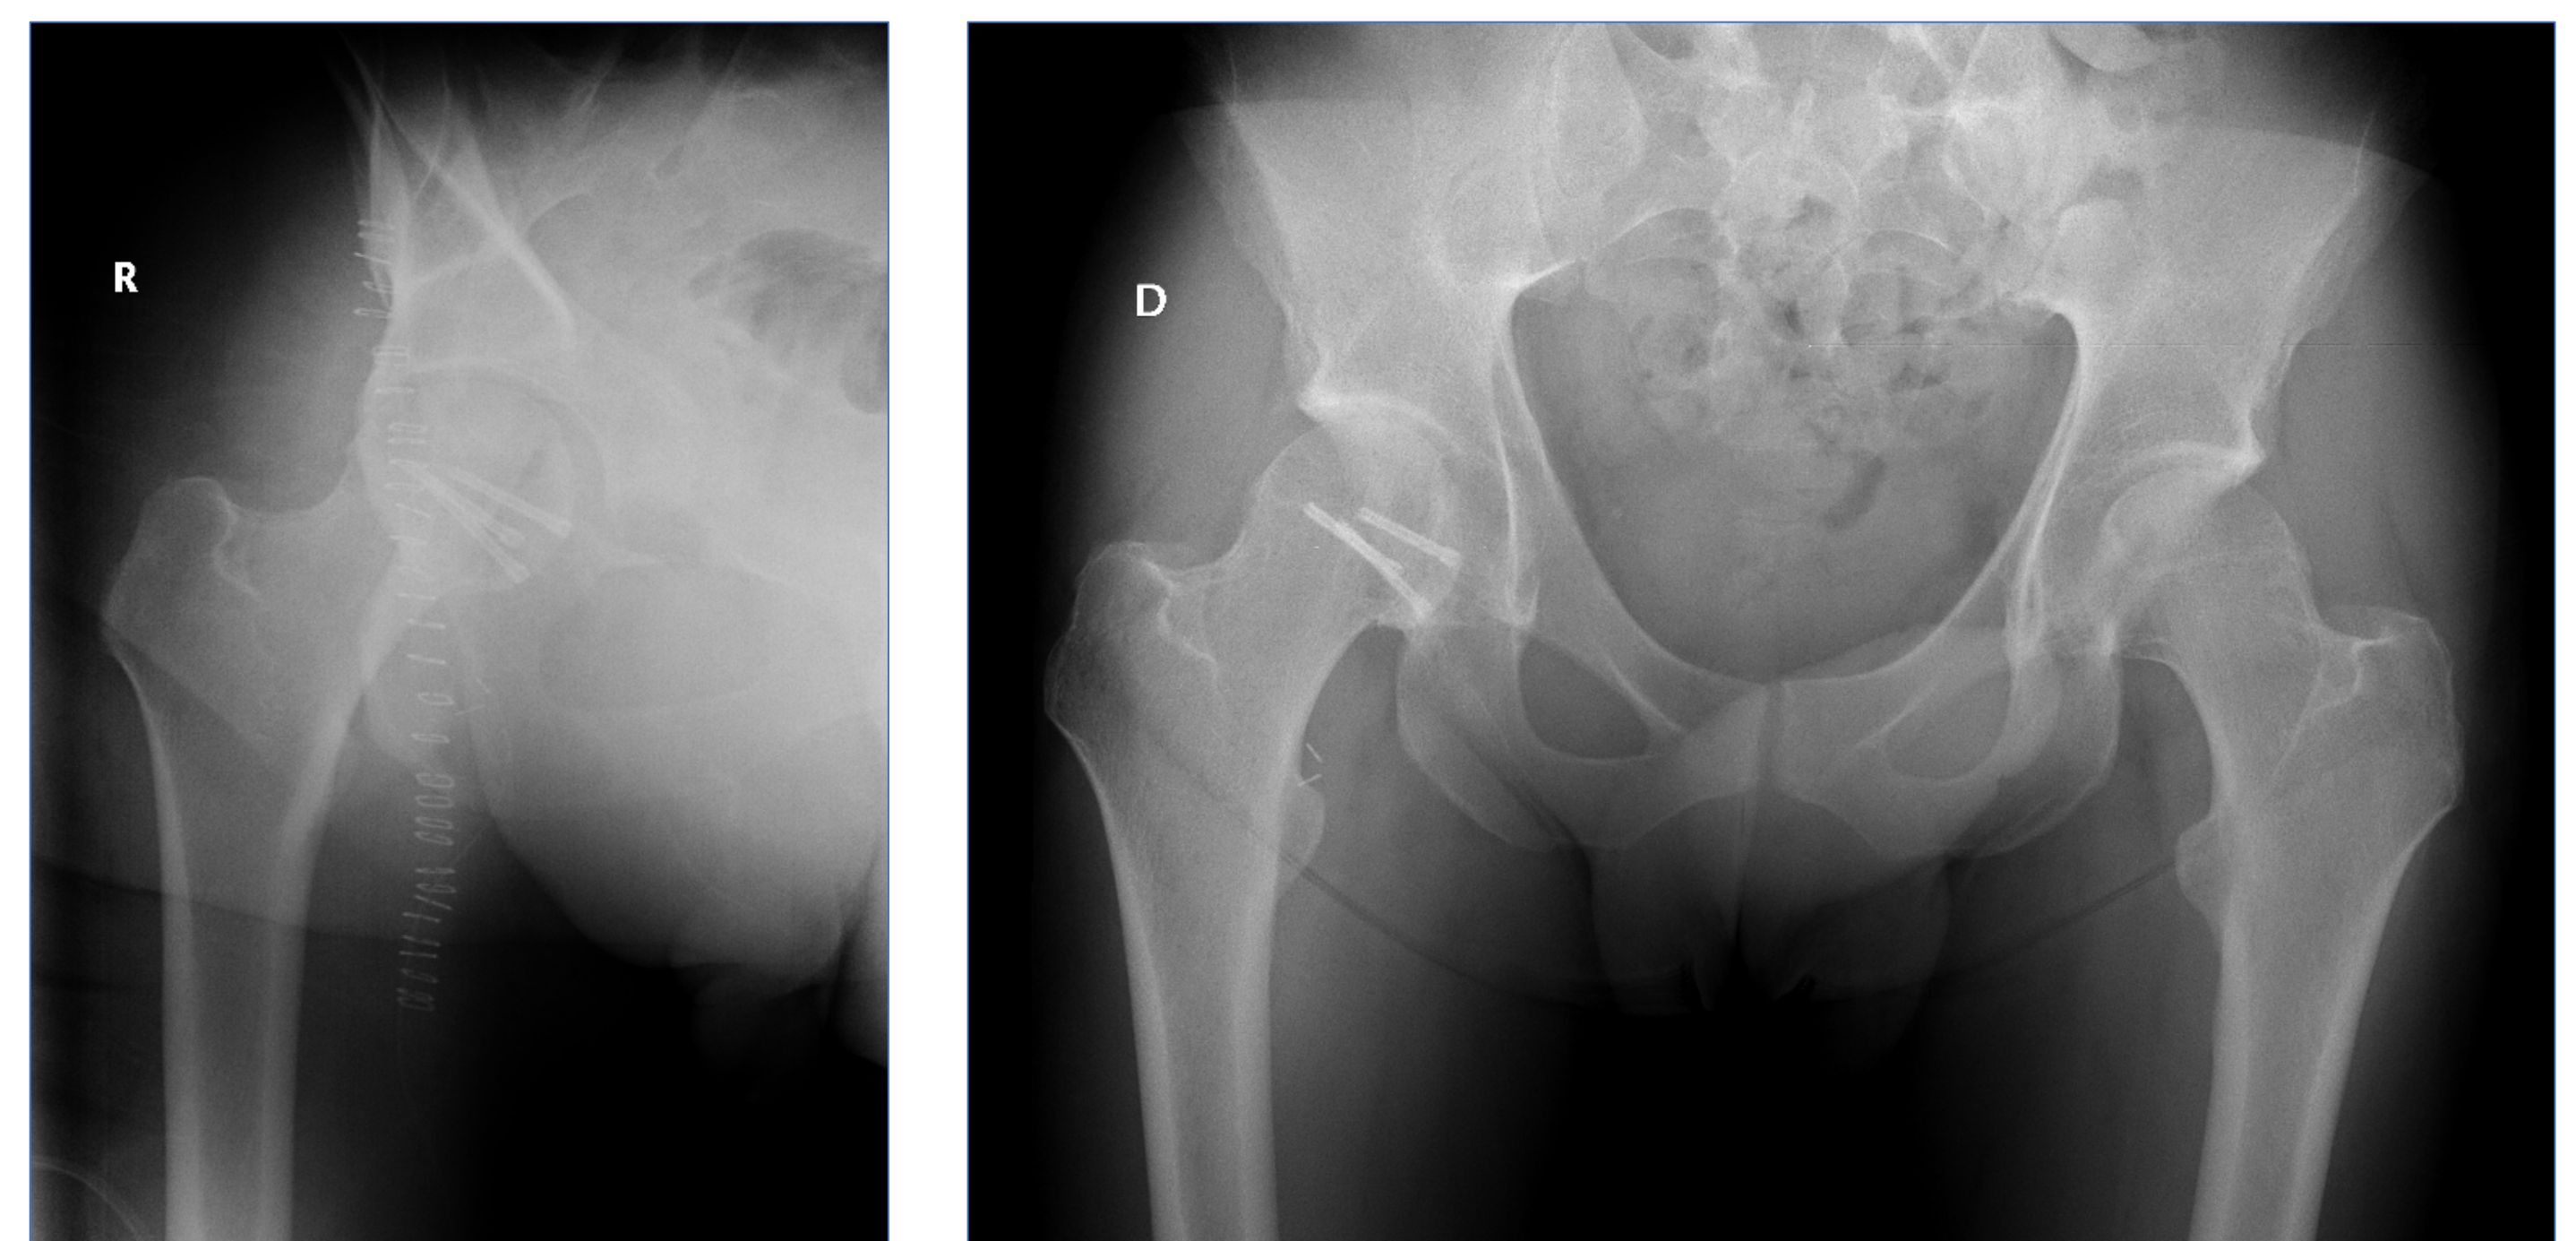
Radiografías AP de cadera: postoperatorio inmediato.
